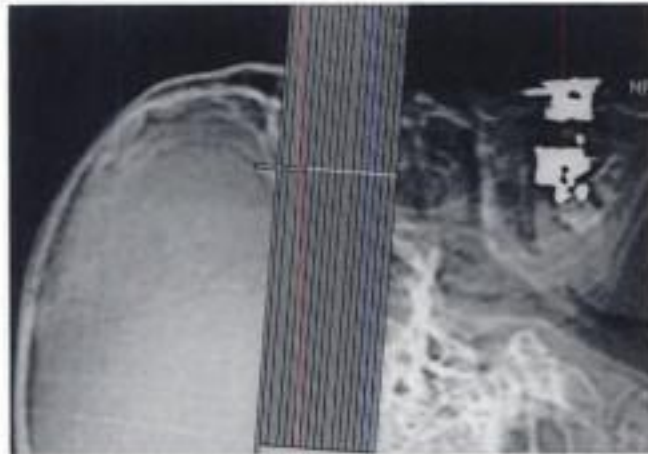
Topogramme des coupes TDM transversales dans le plan neuro-oculaire.
